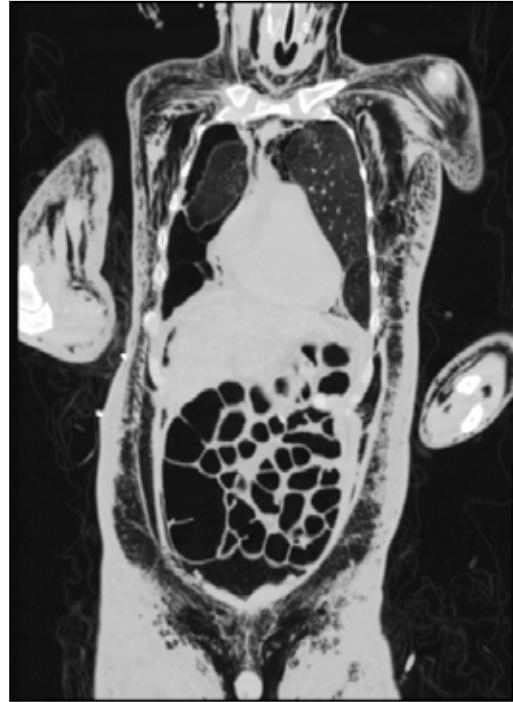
Coronal CT image shows bilateral pneumothorax, pneumomediastinum, massive subcutaneous emphysema extending to scrotum around spermatic cords.
